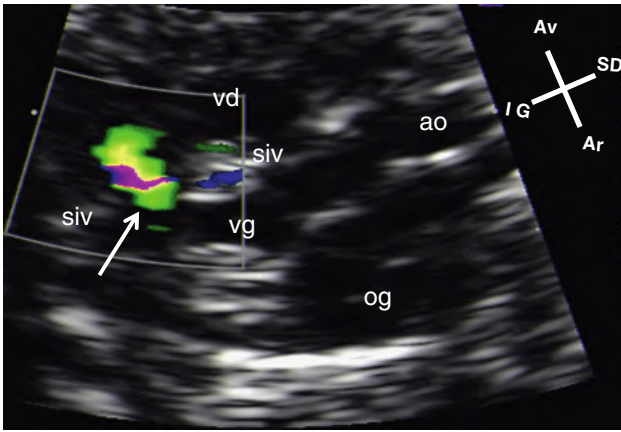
Petite communication interventriculaire musculaire (→) en Doppler couleur. ao : aorte; og : oreillette gauche; siv : septum interventriculaire; vd : ventricule droit; vg : ventricule gauche.
